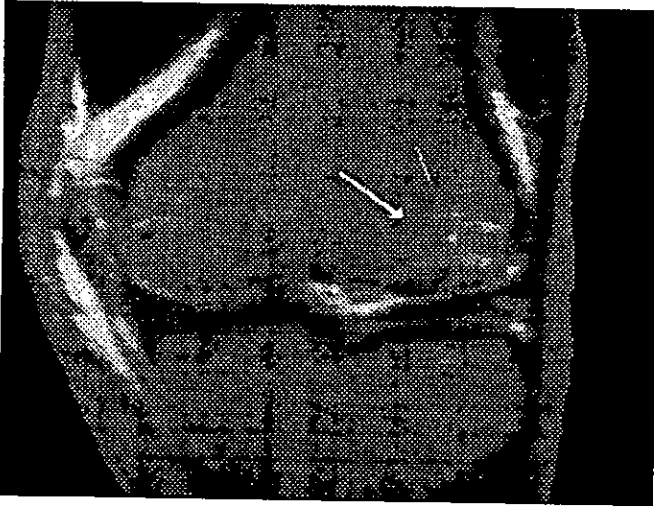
IRM Spin Eco en Coronal T2 con Tiempo de Relajación 2600 Tiempo de Eco 90 donde observamos Contusión Osea del Cóndilo Femoral Lateral con Fragmento Osteocondral. Derrame Articular en los Diferentes Recesos.
